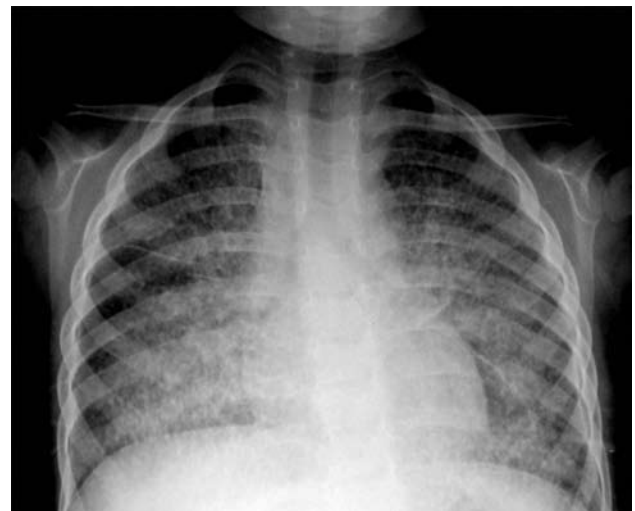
Radiografía de tórax anteroposterior al ingreso. Imagen sugerente de afección intersticial bilateral, difusa, simétrica, con patrón reticulonodular. Sin adenopatía hilar.
